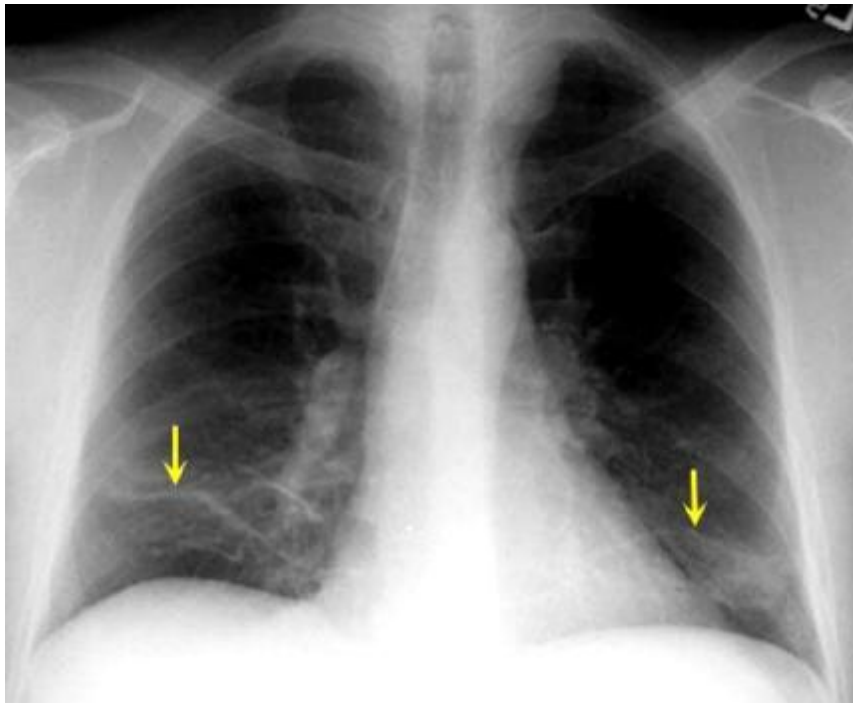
radiographie thoracique montrant une atéléctasie en bandes basales bilatérales (51).
